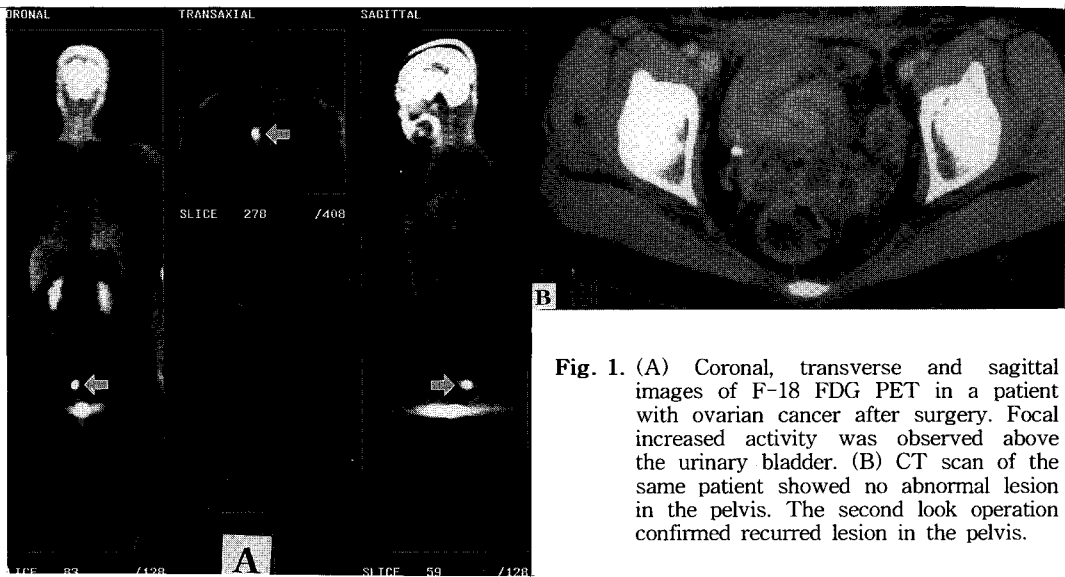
(A) Coronal, transverse and sagittal images of F-18 FDG PET in a patient with ovarian cancer after surgery. Focal increased activity was observed above the urinary bladder. (B) CT scan of the same patient showed no abnormal lesion in the pelvis. The second look operation confirmed recurred lesion in the pelvis.
